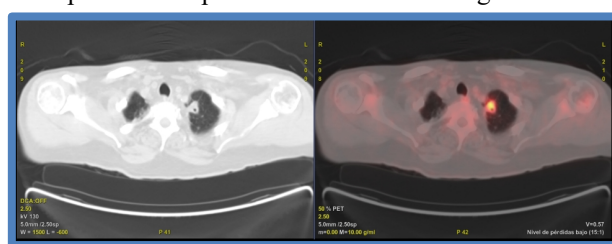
PET-TC: nódulo en el segmento apical del lóbulo superior izquierdo, con incremento focal y patológico del metabolismo, SUVmax de 7,52, de 15x13x24mm (anteroposterior × transversal × craneocaudal).
